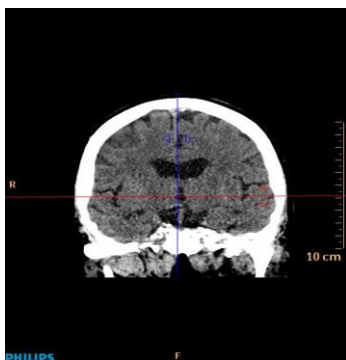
№ 7. КТ головного мозга через 30 мин. от начала развития неврологической симптоматики.
